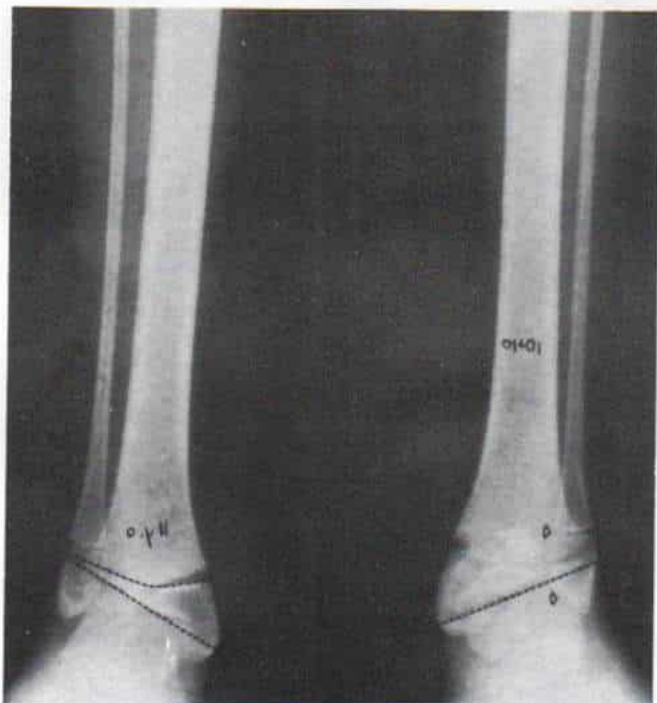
Radiografía anteroposterior de ambos tarsos en un niño de 8 años de edad con mielomeningocele a nivel del cuarto segmento lumbar.
